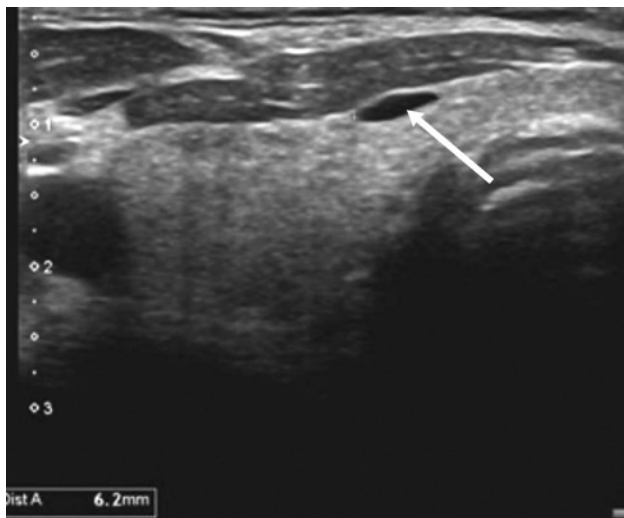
Ecografía cervical. Tumor de Masson.
